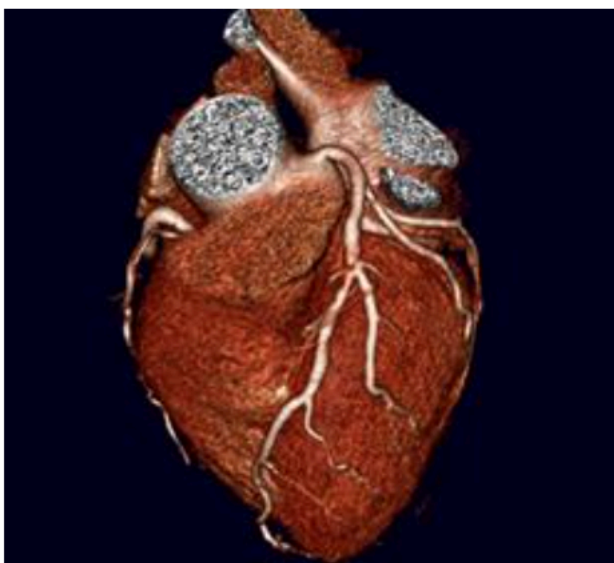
Изображение 320-КТ сердца (с сайта <http://www.hopkinsmedicine.org/>).
